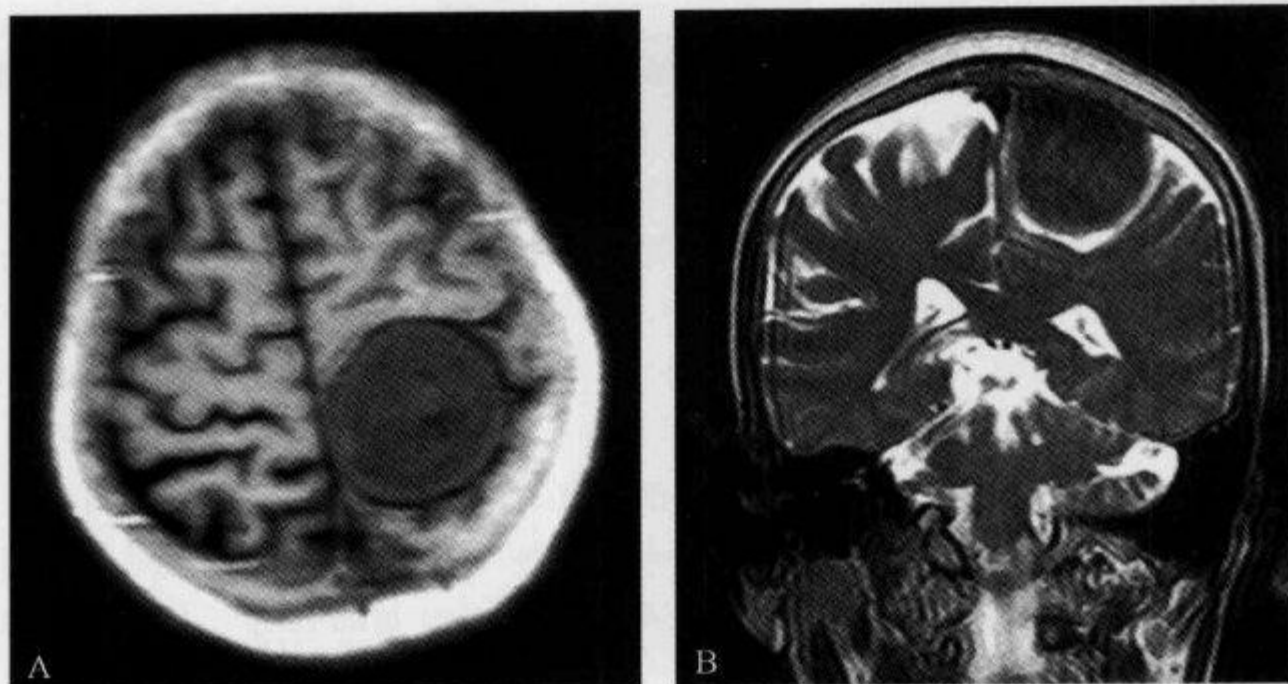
颅脑 MRI 示“脑回推压征”及“假包膜征”
